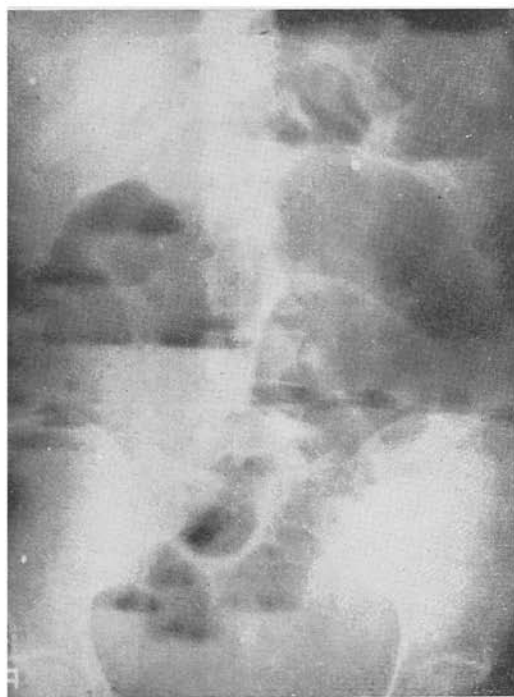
Obstrução de delgado por brida*. Radiografia em posição ortostática. Notar o tamanho das cúpulas gasosas e dos níveis líquidos. A mesma alça pode apresentar mais de um nível líquido. As cúpulas gasosas apresentam pregas circulares. As alças se dispõem em σ ou Ω
